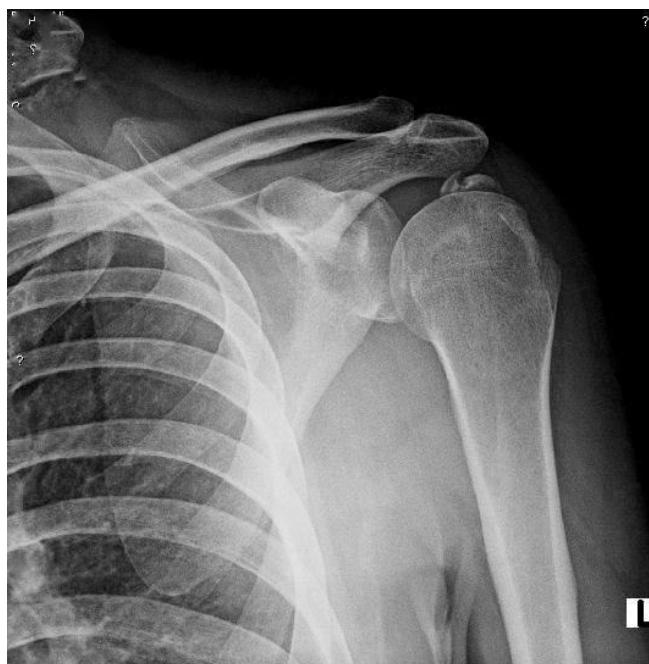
His newly performed X-rays confirmed the dislocated shoulder to be reduced with an associated tuberculum majus fracture.
